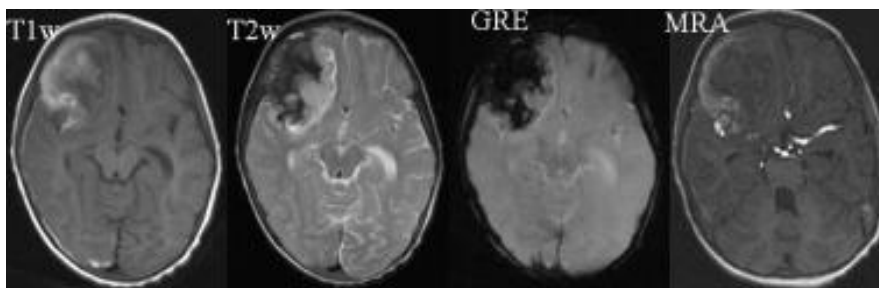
Η απεικόνιση MR δείχνει υποαραχνοειδή αιμορραγία (SAH). Το SAH εμφανίζεται στις εικόνες T2 και FLAIR και T1 (T1W). Σημαντική υπερμεγέθυνση (blooming artifact) παρατηρείται στην εικόνα gradient-echo (GRE). Τα ευρήματα στη δεξιά κοιλιακή περιοχή επεκτείνονται στους άλακες του φλοιού και υποδηλώνουν υπεροξεία ή οξεία αιμορραγία. * Ο όρος «blooming» αναφέρεται στο γεγονός ότι οι βλάβες εμφανίζονται μεγαλύτερες από ό, τι στην πραγματικότητα [Ashtekar J., 2017].*
